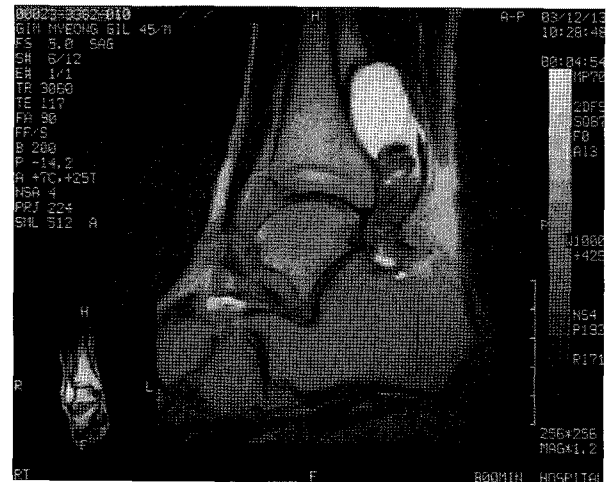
Preoperative MRI T2 weighted sagittal image shows low signal density mass in the talar dome.
